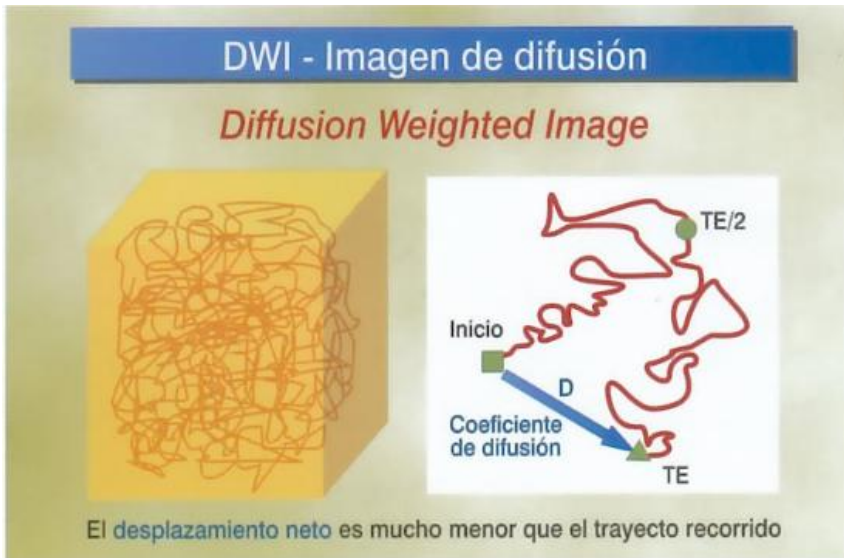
El CDA (mm^2/s), es la medida de este desplazamiento neto por unidad de tiempo. Tomado del Atlas de RM de J. La Fuente.
